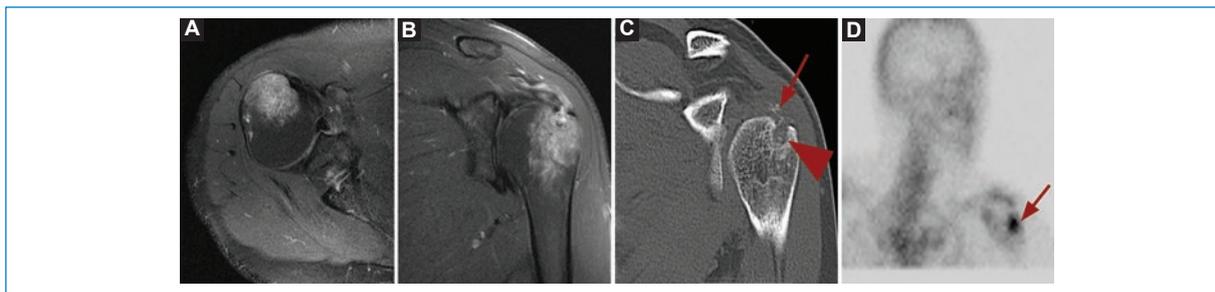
Varón de 42 años con diagnóstico imagenológico de tendinopatía calcificante del supraespinoso y biopsia que informó cambios reactivos y reparativos. A y B: resonancia magnética (RM) en secuencias STIR, cortes axial y coronal, respectivamente. Extenso edema de la médula ósea del troquíter con derrame bursal reactivo. C: corte coronal de tomografía computada en ventana ósea que muestra calcificación en el extremo distal del tendón del supraespinoso (flecha) adyacente a una erosión del troquíter (punta de flecha). D: centellograma óseo que muestra un aumento de captación en proyección de la cabeza humeral izquierda (flecha).
